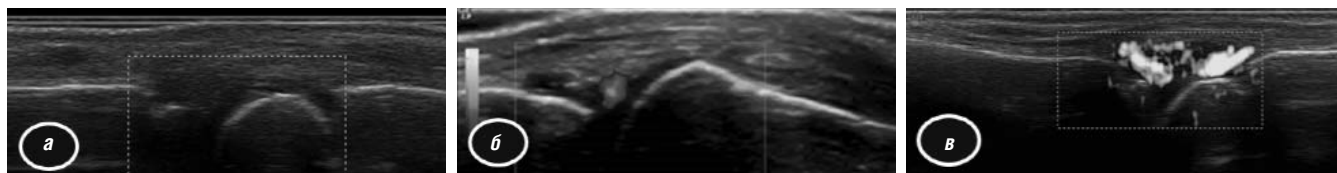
ЮА, полиартикулярный вариант. УЗИ суставов пальца кисти. Визуализация жидкости в полости сустава и изменений синовиальной оболочки. Применение полуколичественной оценки выраженности каждого симптома. *а* – признаков синовита нет: не визуализируется жидкость в полости сустава, изменения синовиальной оболочки. Полуколичественная оценка: жидкость в полости сустава = 0, гипертрофия синовиальной оболочки = 0, гиперваскуляризация синовиальной оболочки = 0, суммарное значение = 0; *б* – умеренно выраженный синовит: визуализируется незначительное количество жидкости, умеренно выраженные гипертрофия синовиальной оболочки и гиперваскуляризация. Полуколичественная оценка: жидкость в полости сустава = 1, гипертрофия синовиальной оболочки = 2, гиперваскуляризация синовиальной оболочки = 2, суммарное значение = 5; *в* – выраженный синовит: визуализируется умеренное количество жидкости, значительные гипертрофия синовиальной оболочки и гиперваскуляризация. Полуколичественная оценка: жидкость в полости сустава = 2, гипертрофия синовиальной оболочки = 3, гиперваскуляризация синовиальной оболочки = 3, суммарное значение = 8
